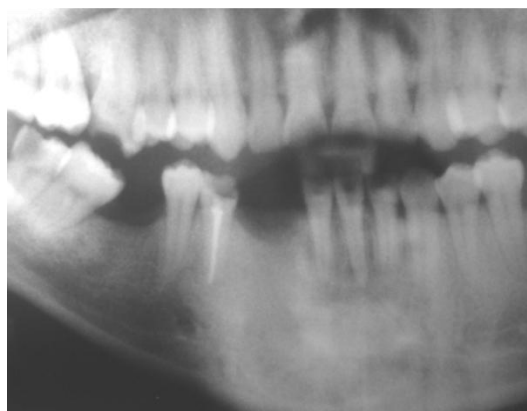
Radiografía panorámica posoperatoria a los tres años de seguimiento. Se observa neoformación ósea en la zona que correspondía a la lesión.
